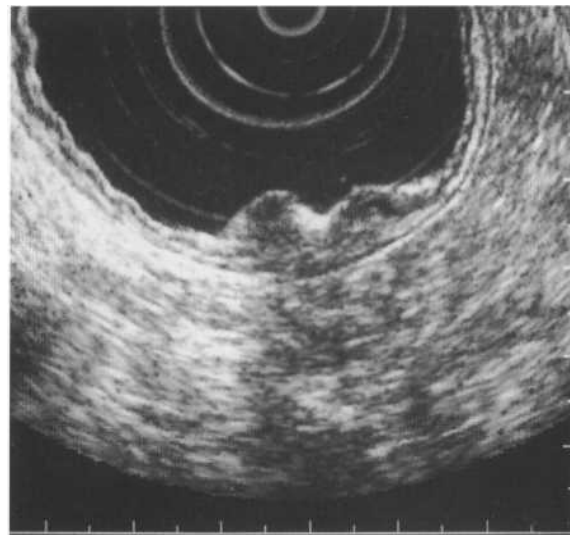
Малигнизированная язва желудка на ЭУЗИ (нечёткий переход измененной стенки желудка в неизменённую)
